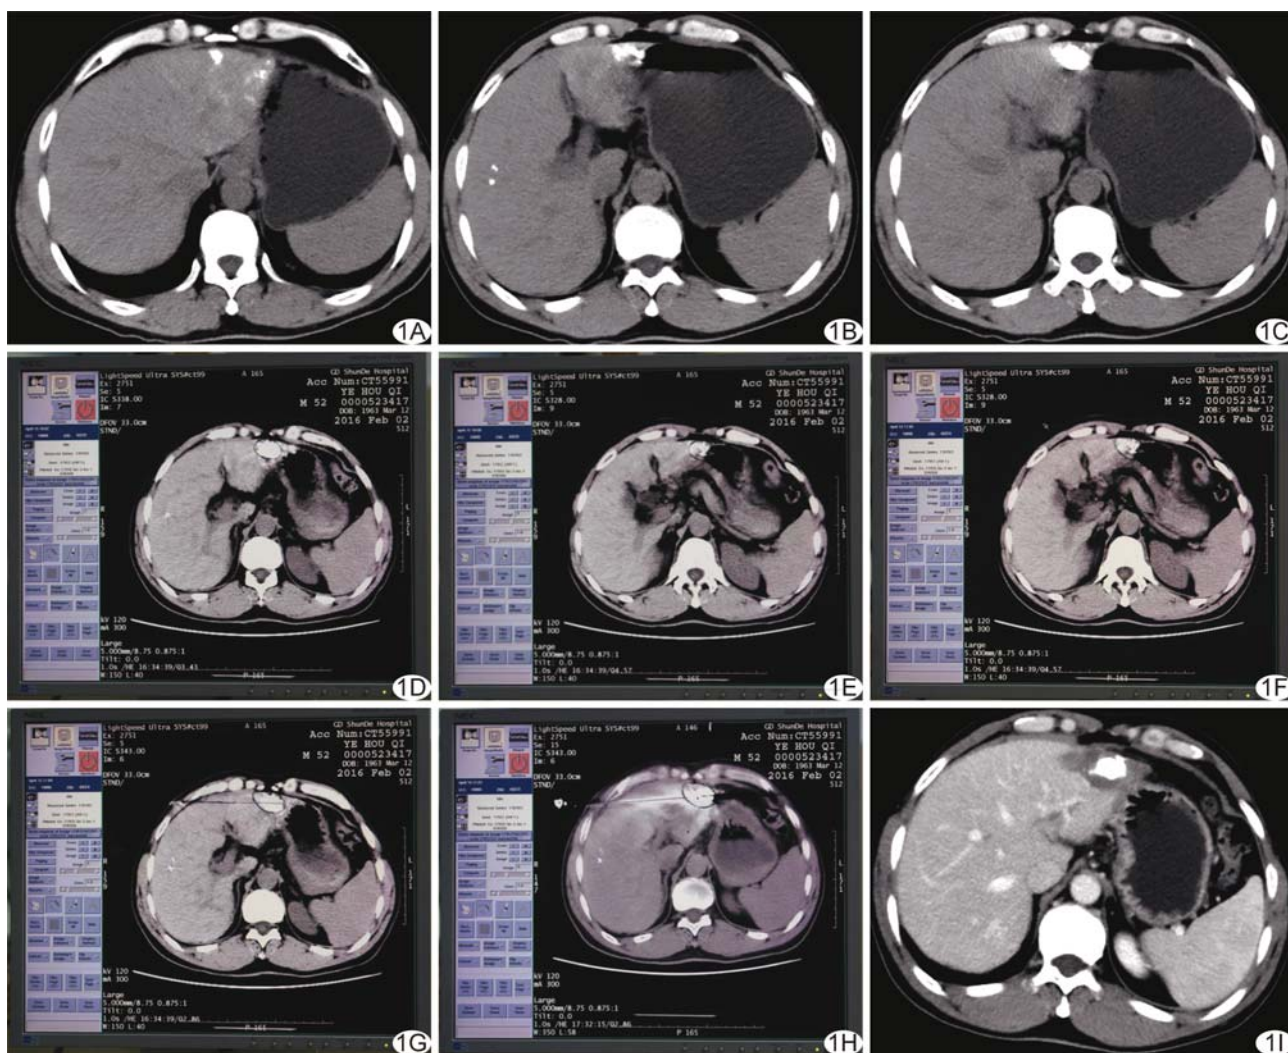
患者男, 47 岁, 肝癌 TACE 术后 3 周接受 CT 引导下经皮微波消融治疗 A~C. 术中 CT 平扫示病灶位于肝左叶 S3 段, 约 2.8 cm×2.2 cm×3.0 cm, 病灶头侧(A)、尾侧(B)与病灶最大面积(C)所在层面中病灶位置相差较大; D~F. 术中采用病灶面积最大投影法, 在 1×1 视窗中找出病灶最大面积所在层面(D), 以油笔在 CT 显示器屏幕上勾画病灶边缘轮廓, 观察各层面中病灶的边缘, 发现病灶边缘超出 CT 显示器屏幕上勾画范围时, 在屏幕上扩大病灶边缘范围(E、F); G. 根据最终屏幕勾画扩大后的病灶轮廓制定消融针穿刺路径并在屏幕上画出; H. 按计划插入微波消融针后, CT 平扫显示其与计划穿刺路径、深度一致; I. 术后 1 个月复查增强 CT 示病灶周围坏死区环绕, 未见病灶残留
